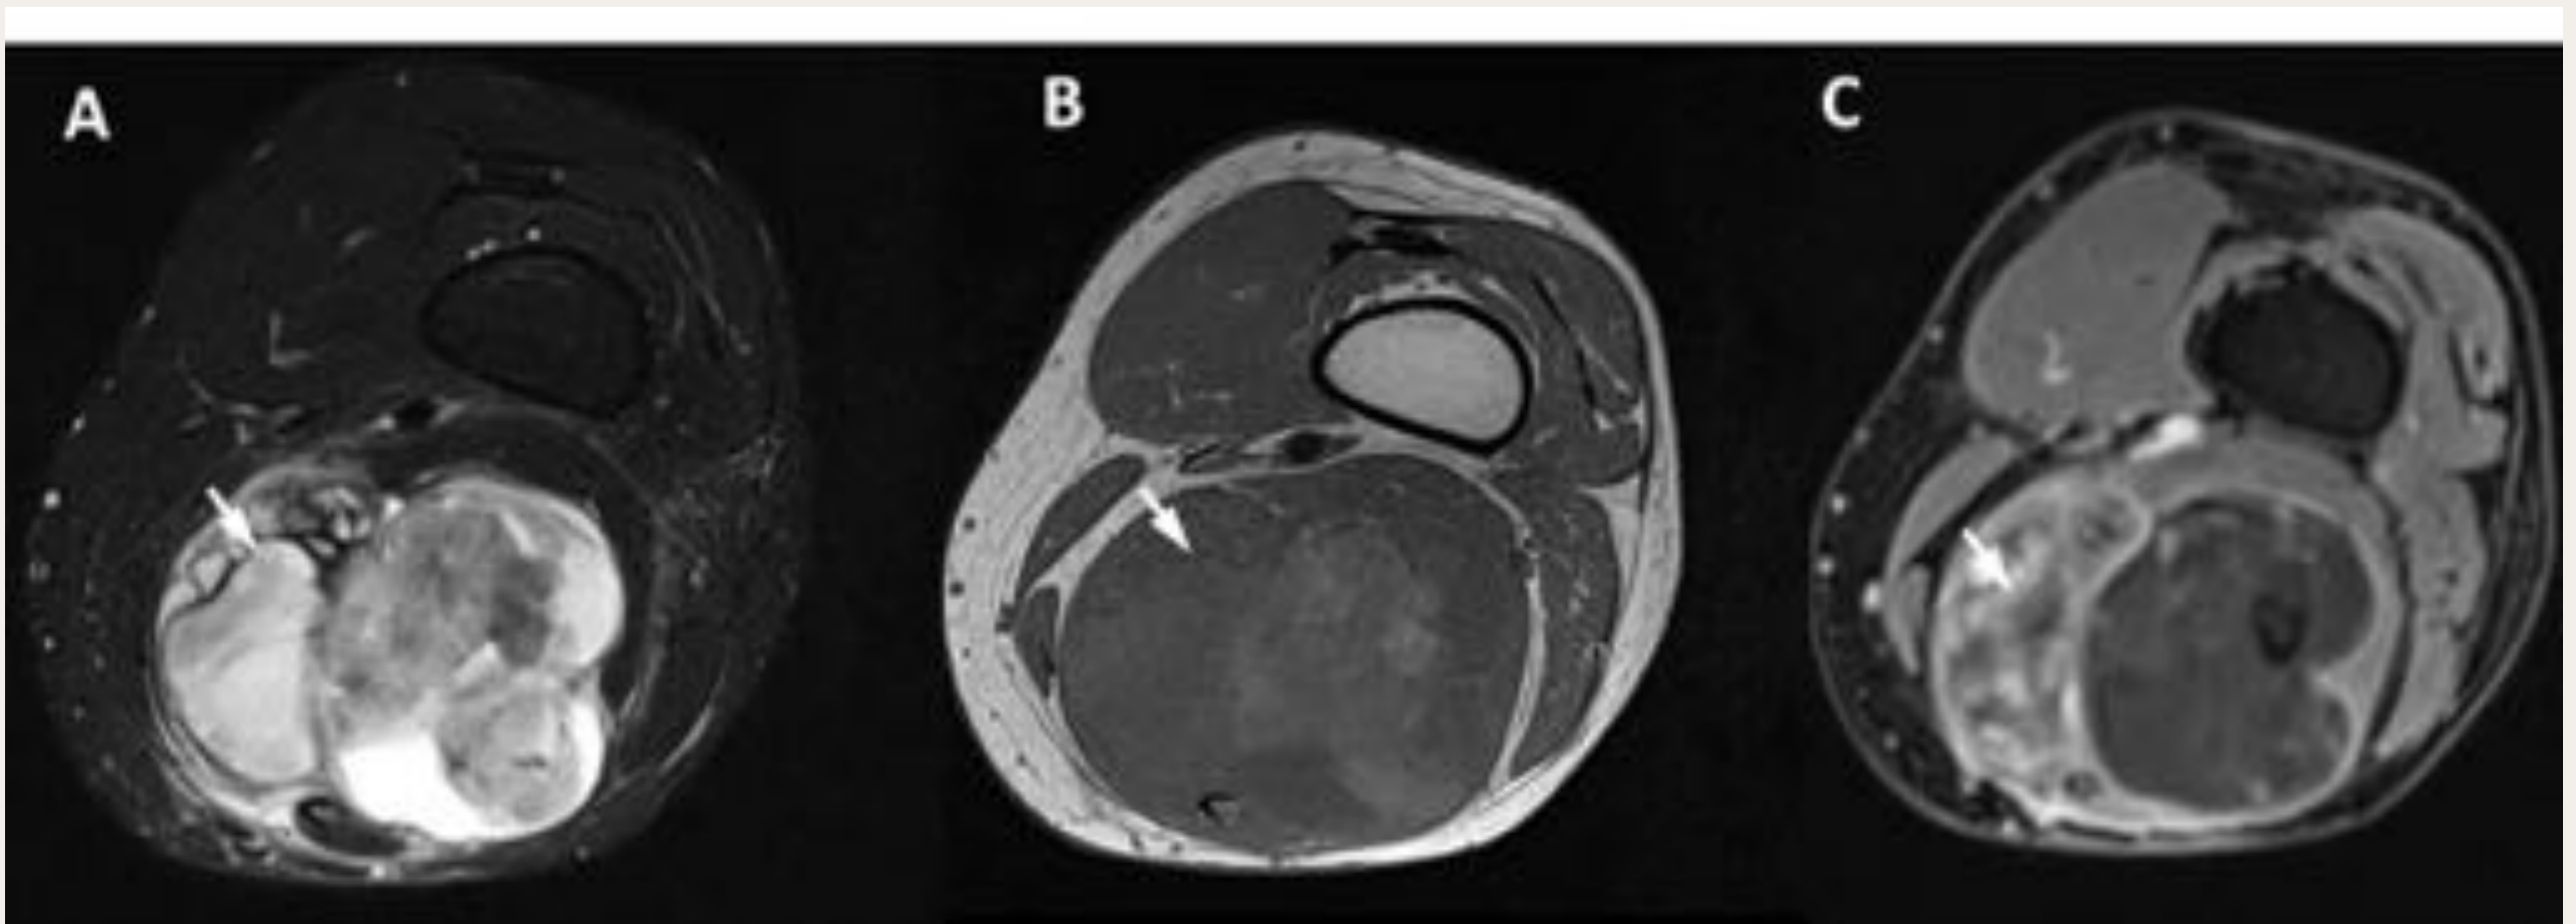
RM secuencias axiales potenciadas en T2 con supresión grasa (A), T1 (B) y T1 con supresión grasa tras la administración de contraste (C) que muestran una masa profunda y heterogénea con un extenso componente sólido que presenta un intenso realce tras la administración de contraste intravenoso (flechas). El estudio histológico reveló un liposarcoma pleomórfico.
